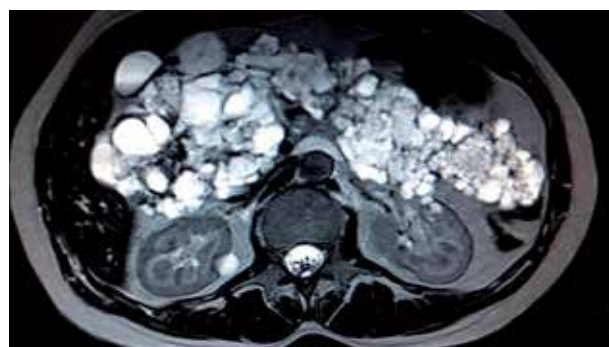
МРТ ОЧП пацієнтки Б., 2011 р. (власне спостереження).
